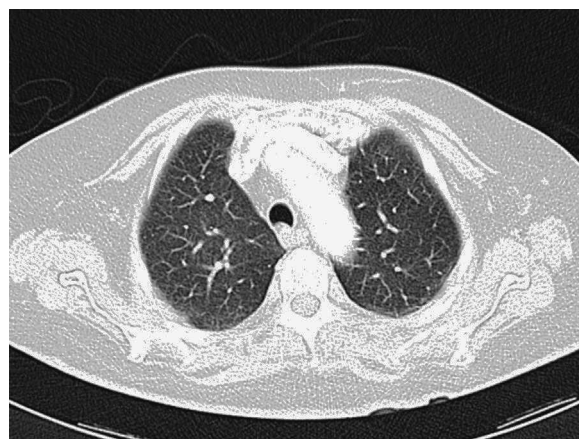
TAC torácica en espiración que muestra la desaparición del nódulo pulmonar.
